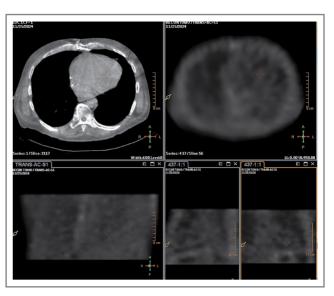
Сцинтиграмма пациента Б. в режиме ОЭКТ/КТ.
